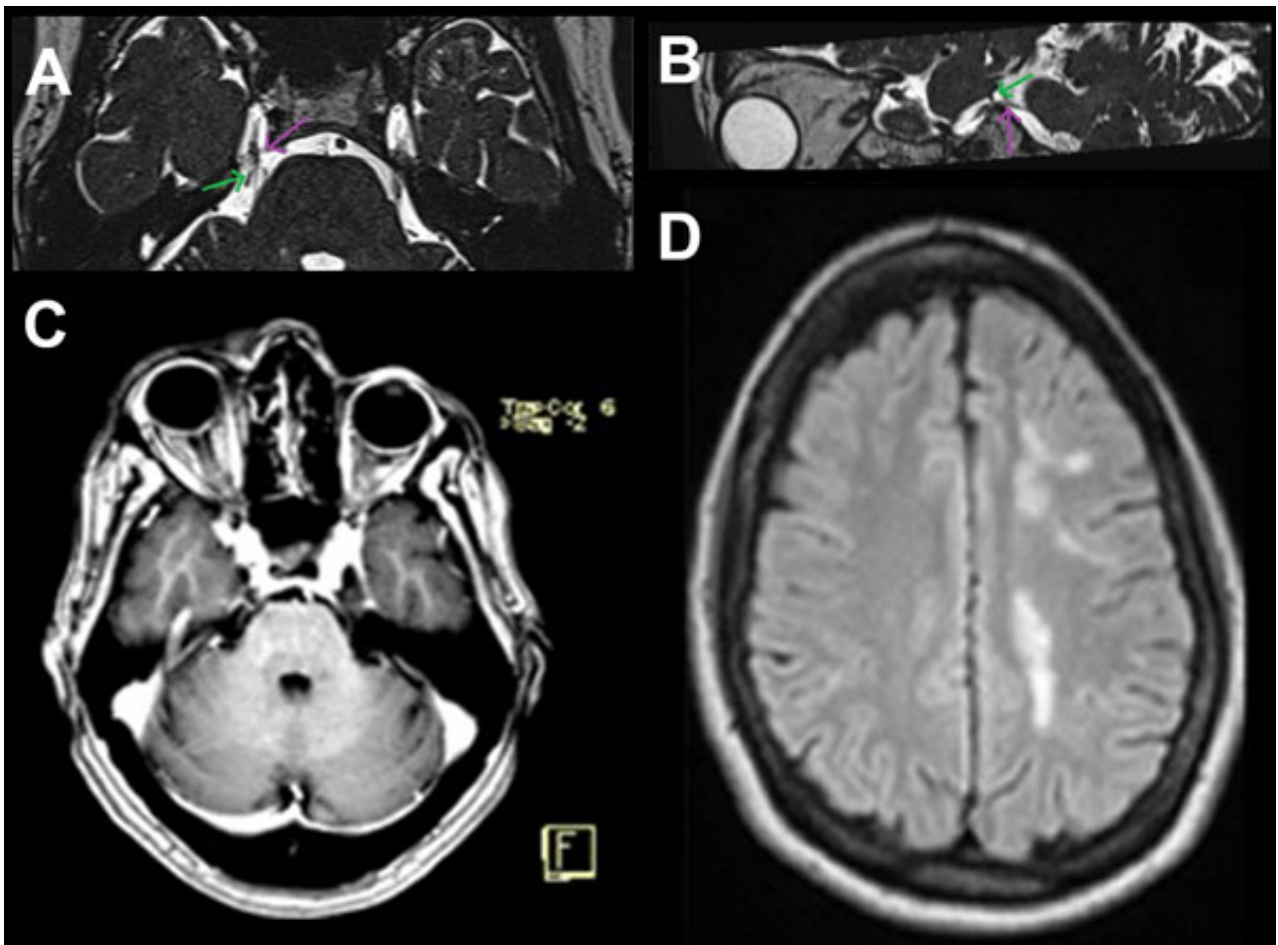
Resonancia magnética cerebral. A) Corte axial T2, se muestra conflicto neurovascular entre el nervio trigémino derecho (flecha violeta) y la arteria cerebelosa anteroinferior derecha (flecha verde). B) Corte sagital T2, se confirma el conflicto neurovascular entre el nervio trigémino derecho (flecha violeta) y la arteria cerebelosa anteroinferior derecha (flecha verde). C) Corte axial, secuencia T1 con contraste, se evidencia atrofia de tejidos blandos en hemisfera izquierda. D) Corte axial, secuencia FLAIR axial, se muestran focos hiperintensos en sustancia blanca subcortical bilateral con predominio izquierdo, con leve atrofia cerebral derecha.
